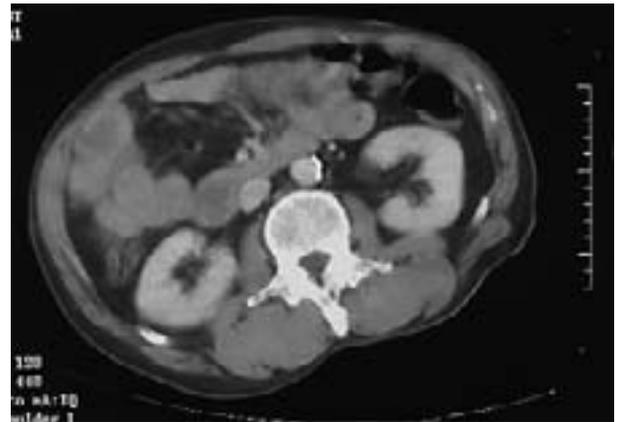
搬入時腹部CT: 腸管内に広くhigh density area を認め、出血の所見。腹腔内臓器に明らかな損傷を認めない。
